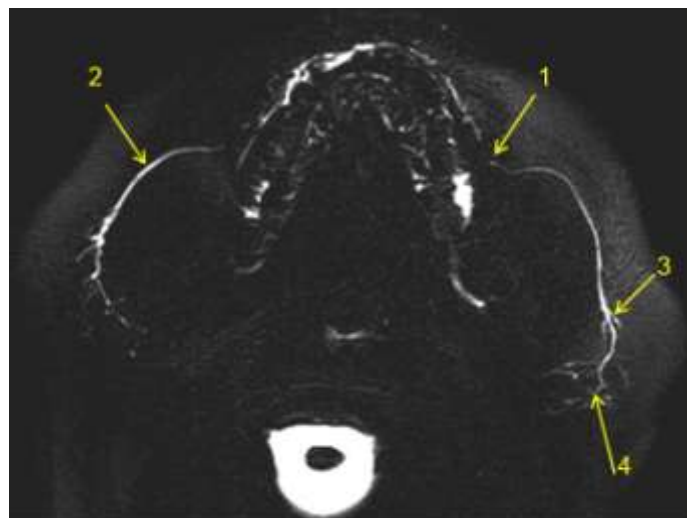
La pathologie canalaire salivaire en IRM 3 Tesla (Lataief-Boudrigua A, Bossard D 2010)
